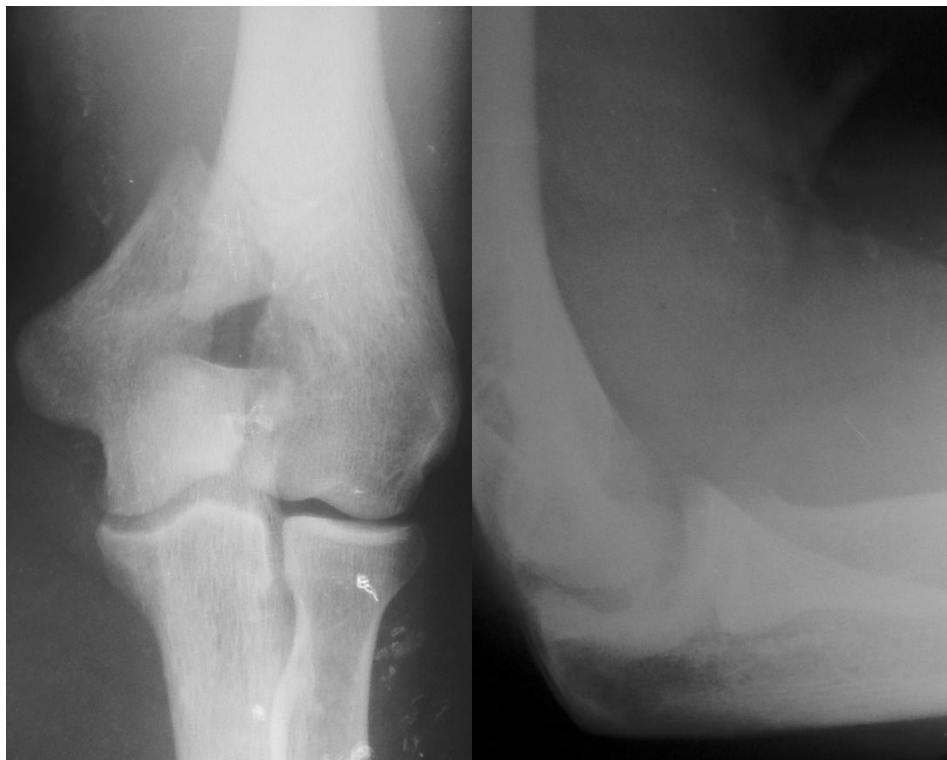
Рентгенограммы больного М. 38 лет с внутрисуставным переломом внутреннего мыщелка левой плечевой кости со смещением отломков (тип 13B2).
